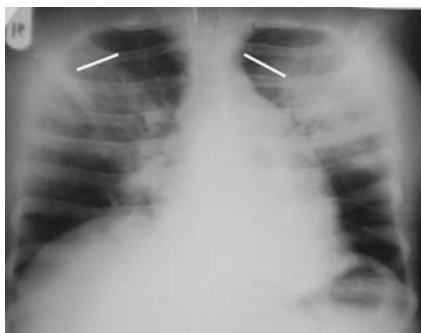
Рентгенограмма легких – TRALI-синдром, первые сутки.
